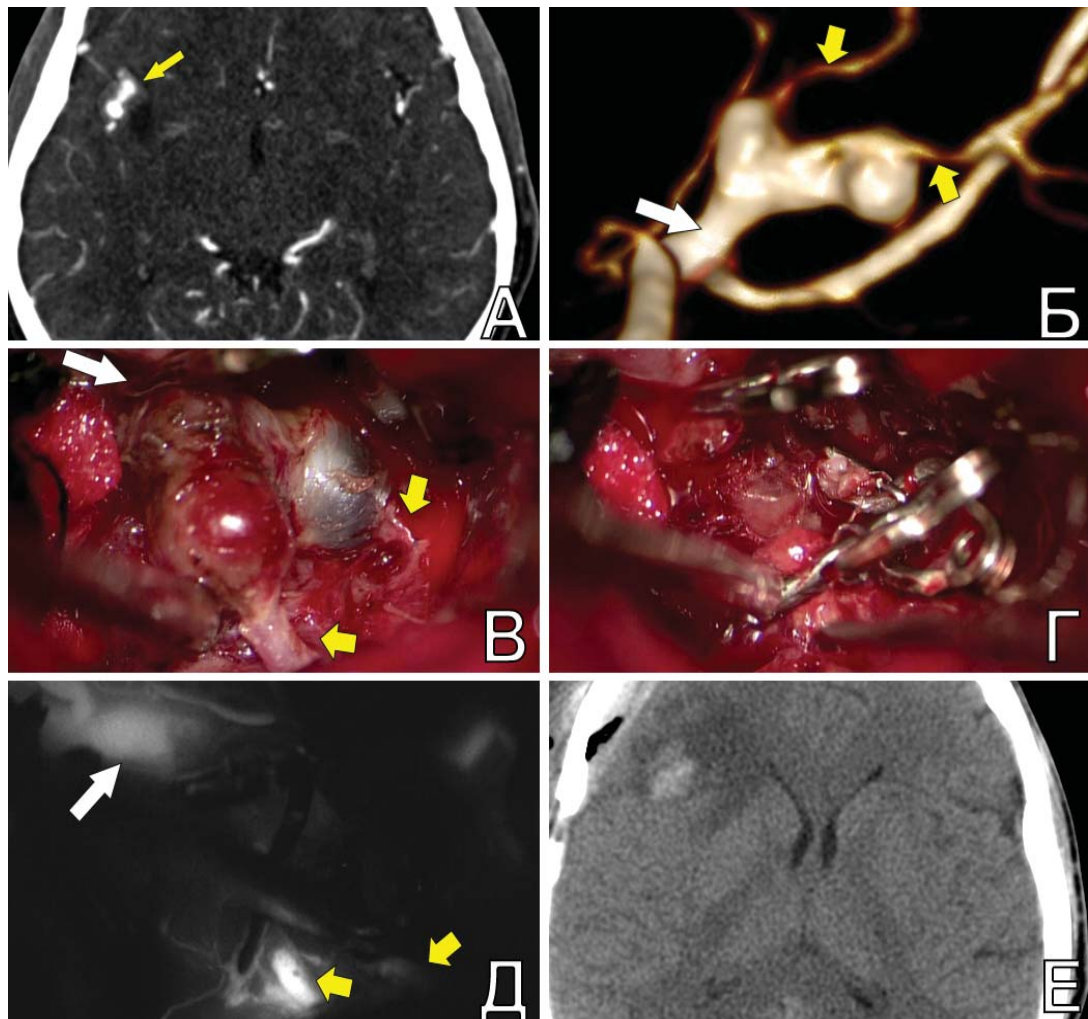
Треппинг фузиформной ЧТА М3-сегмента СМА в расчете на ретроградный кровоток у пациента Г., 29 л. А. При КТА (MIP) до операции отмечается фузиформная ЧТА М3-сегмента правой СМА (указана стрелкой); Б. КТА. Видна контрастируемая часть аневризмы. Белой стрелкой указана афферентная артерия, желтыми – две эфферентные артерии; В. интраоперационное фото: вид аневризмы после препаровки СЦ. Обозначения стрелок соответствуют «Б»; Г. произведены треппинг тремя клипсами и иссечение аневризмы; Д. при ФВА видны антероградное контрастирование афферентной артерии (белая стрелка) и ретроградное контрастирование эфферентных ветвей (желтые стрелки); Е. при КТ п/о отмечены ишемические нарушения в правой лобной доле
